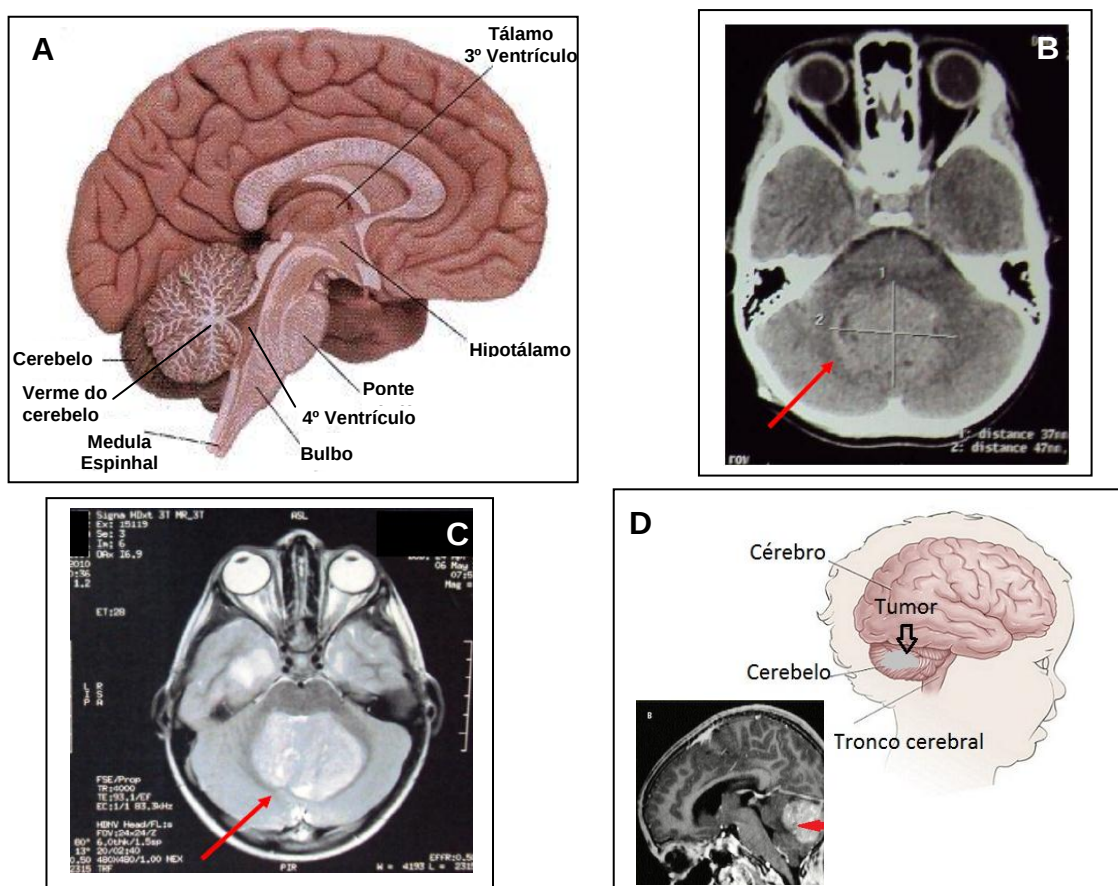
A localização do meduloblastoma. A. Estrutura do cérebro destacando regiões como o cerebelo, 3 e 4º ventrículos, hipotálamo, ponte, bulbo e medula espinhal. B. Tomografia computadorizada evidenciando MB localizado na fossa posterior. C: MB evidenciado por Ressonância Magnética. D. Figura esquemática da localização do MB no cerebelo de uma criança (Kumar *et al.*, 2001; Crawford *et al.*, 2007; Da Fonte *et al.*, 2008).
